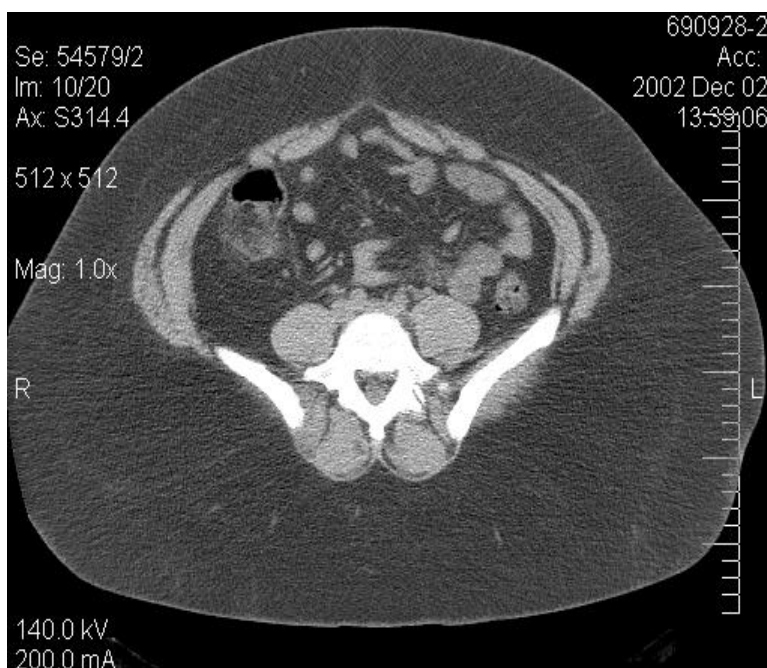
Imagem de tomografia computadorizada ao nível de L4-L5 utilizada para medição da área de gordura subcutânea.
